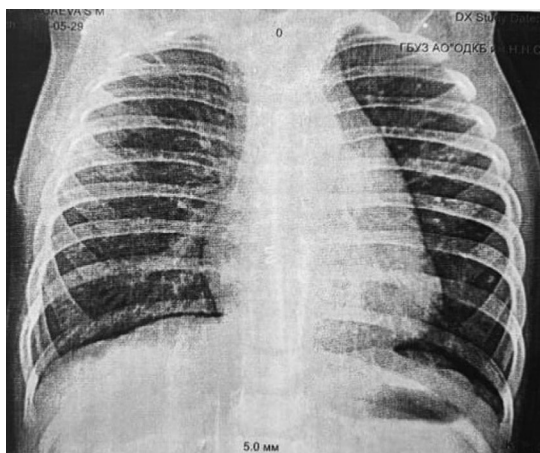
Контрольная рентгенограмма грудной клетки через 1 мес. после операции — очаговые и инфильтративные тени в обеих половинах грудной клетки не выявлены
